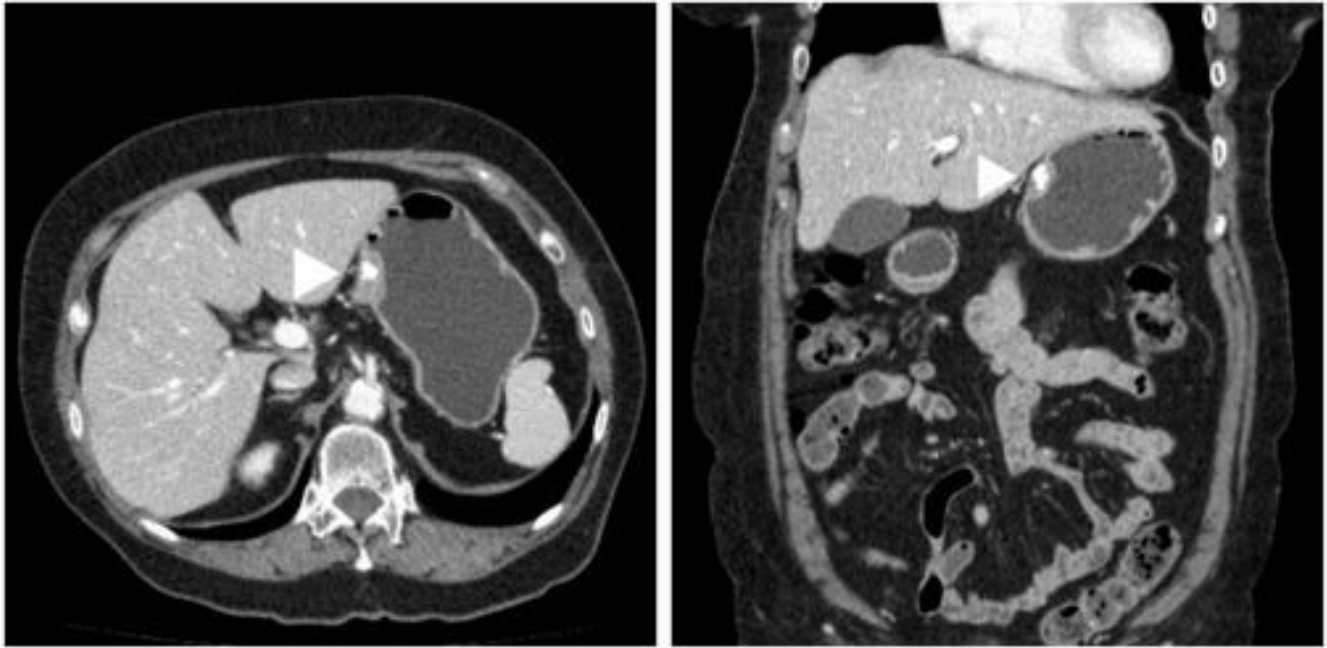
Mujer de 71 años. TC: en la curvatura menor gástrica y con crecimiento exofítico de la pared se aprecia una imagen de engrosamiento focal de 23 mm de diámetro (que se corresponde con hallazgo accidental en gastroscopia), hipointensa y con calcificaciones groseras. Posteriormente se demostró GIST gástrico de bajo grado.
